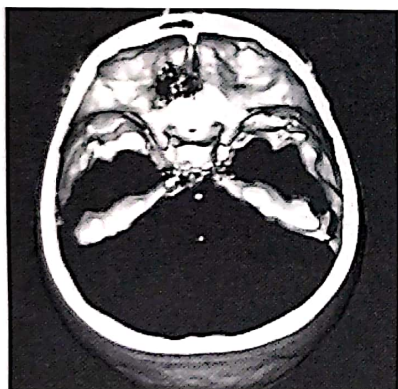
B.R., 78 ani. CT-3D preoperator. Distrucție osoasă etmoidoorbitală stângă. Carcinom nediferențiat etmoidal cu extindere intraorbitală și intracraniană secundară.
